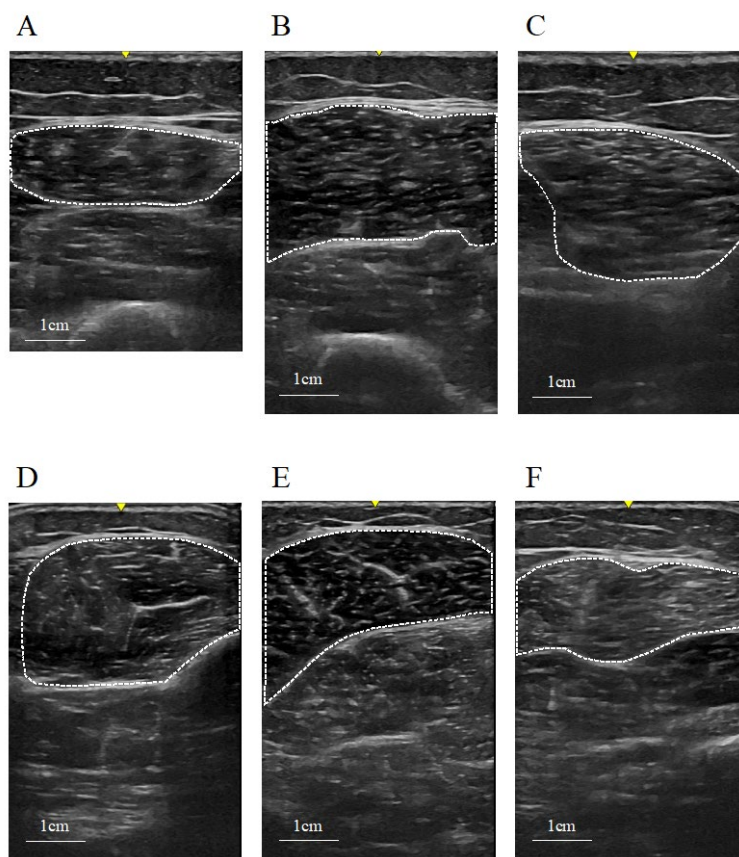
大腿部前面 (A), 大腿部外側面 (B), 大腿部後面 (C), 下腿部前面 (D), 下腿部外側面 (E) および下腿部内側面 (F) から取得した超音波画像の一例
